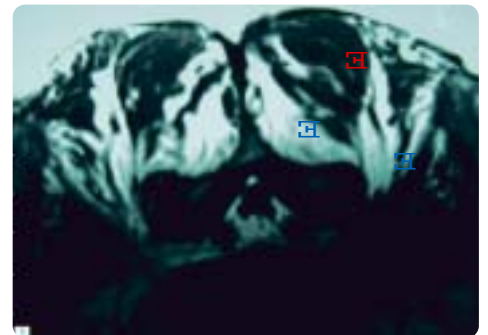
IRM lombaire qui montre une atrophie des fibres musculaires :
